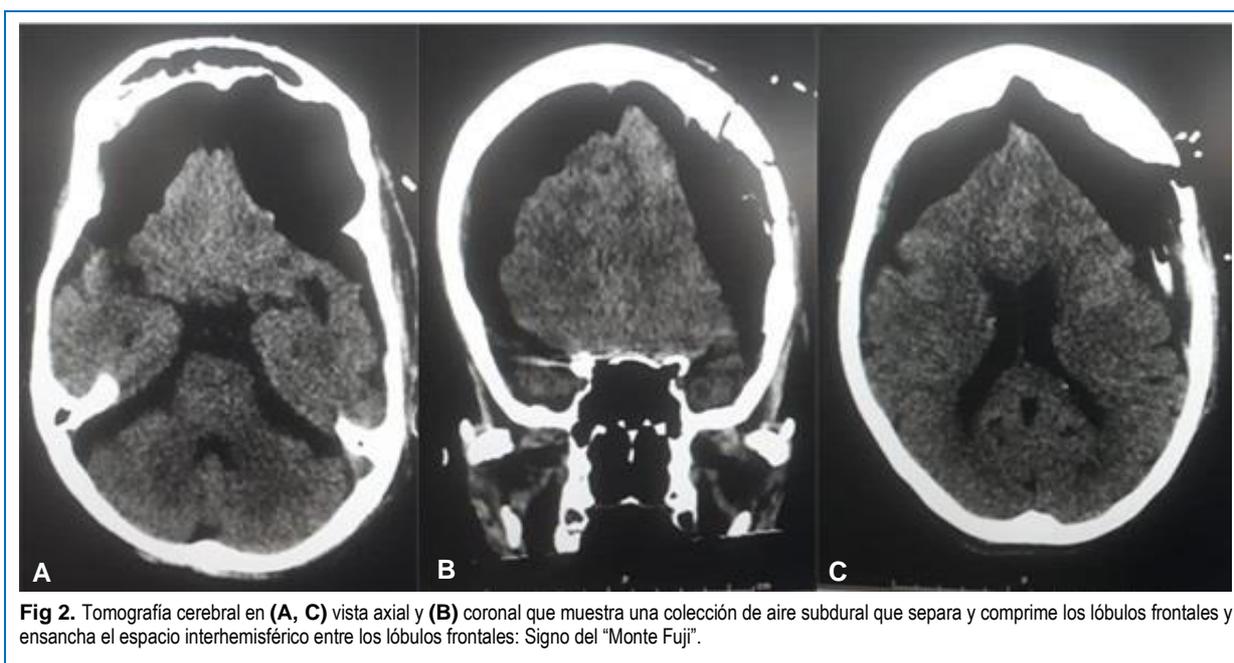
Tomografía cerebral en (A, C) vista axial y (B) coronal que muestra una colección de aire subdural que separa y comprime los lóbulos frontales y ensancha el espacio interhemisférico entre los lóbulos frontales: Signo del “Monte Fuji”.
